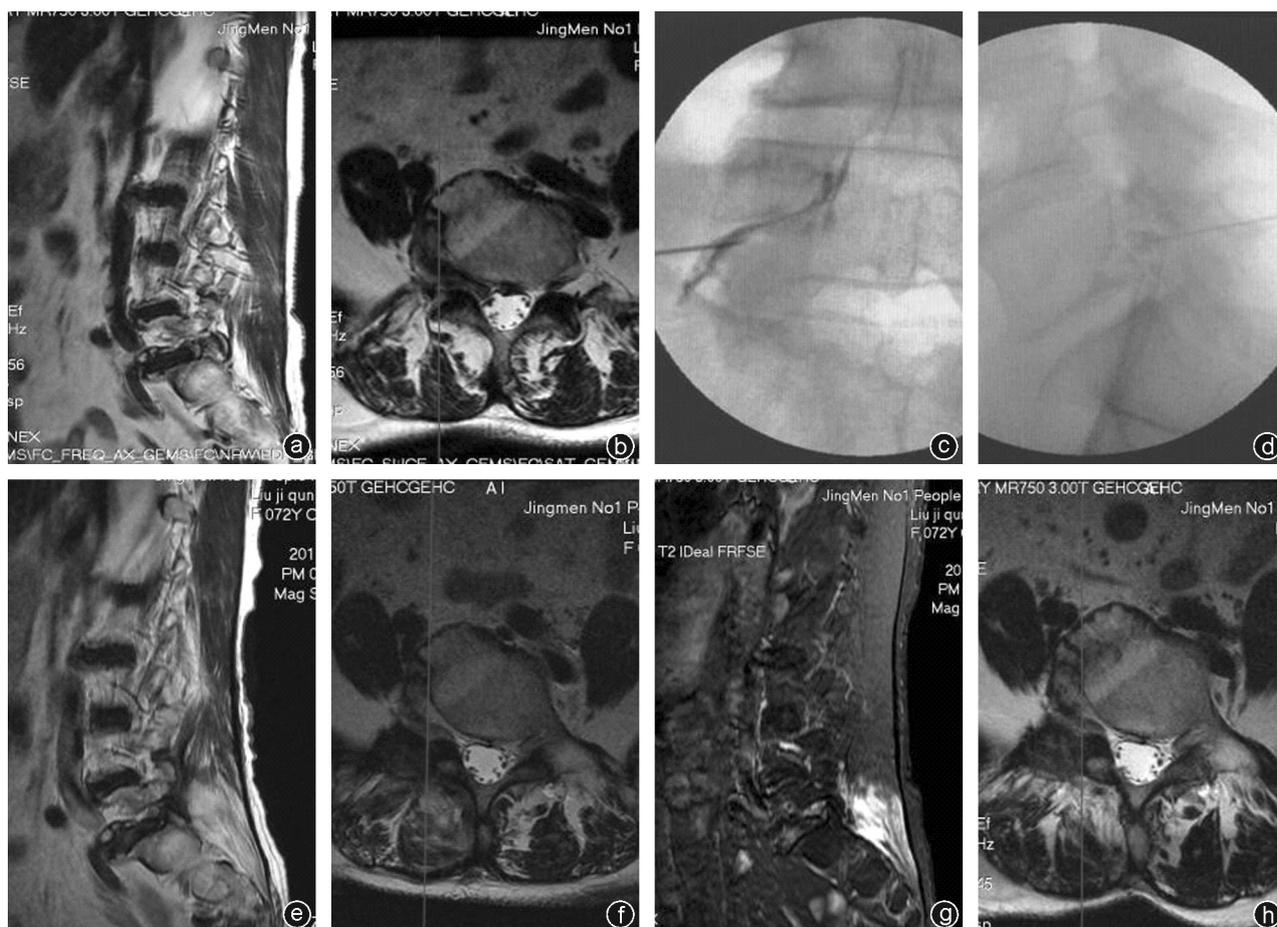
病人,女,71岁, L_5/S_1 右侧FLLDH,于局麻下行 L_5 右侧神经根封闭治疗 a、b:治疗前腰椎MRI提示 L_5/S_1 右侧椎间孔区椎间盘突出, L_5 右侧神经根受压明显;c、d:术中阻滞 L_5 右侧神经根的“出口根”,术中透视可见 L_5 右侧神经根显影;e、f:行 L_5 右侧神经根封闭治疗5个月后复查腰椎MRI,提示 L_5/S_1 右侧椎间孔区原来突出的椎间盘已明显减小,神经根无明显受压;g、h:行 L_5 右侧神经根封闭治疗1年后复查腰椎MRI,提示 L_5/S_1 右侧椎间孔区原来突出的椎间盘已进一步减小,神经根无明显受压
